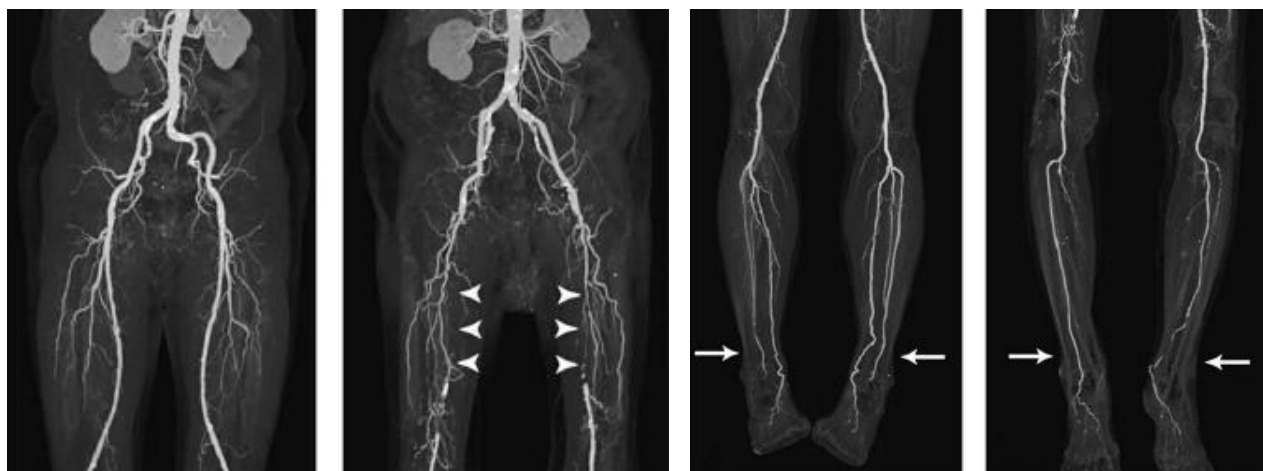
CTA show atherosclerosis
